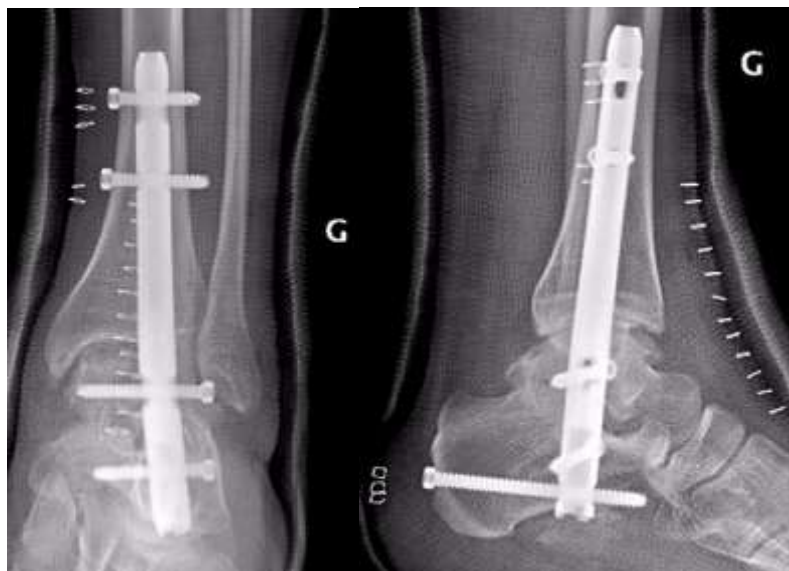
Radiographie de face et de profil de la cheville ; contrôle post opératoire après enclouage transplantaire par un clou T2 Stryker®
